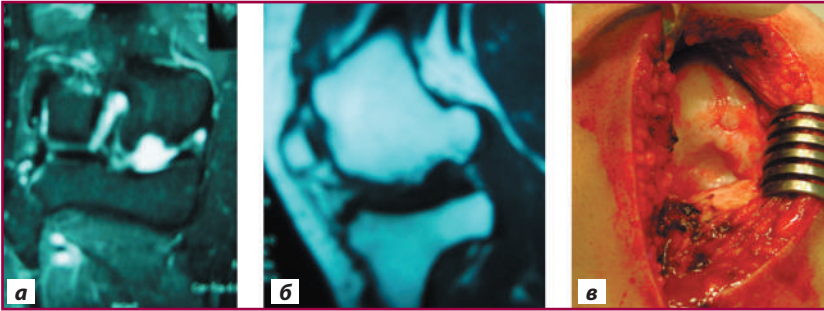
Ділянка асептичного некрозу медіального виростку стегнової кістки на фрагментах магнітно-резонансної томограми правого колінного суглоба (а, б) та інтраопераційно (в)
